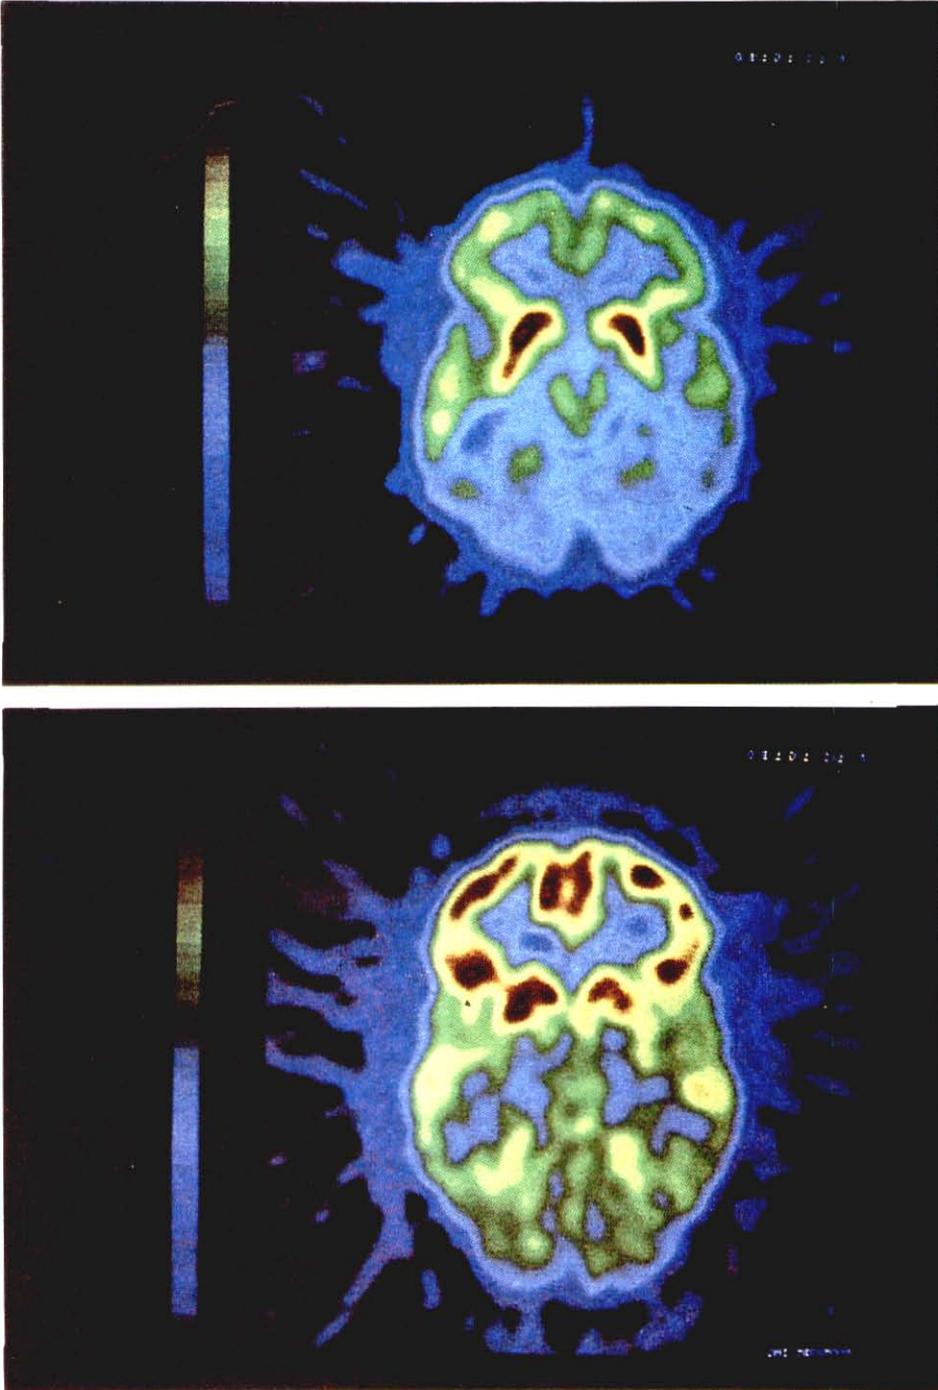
PET con fluorodeoxiglucosa de un paciente con demencia-SIDA, se observa hipermetabolismo en ganglios basales, particularmente del caudado e hipometabolismo cortical (arriba). PET de control seronegativo (abajo), [ver pág. 212].
